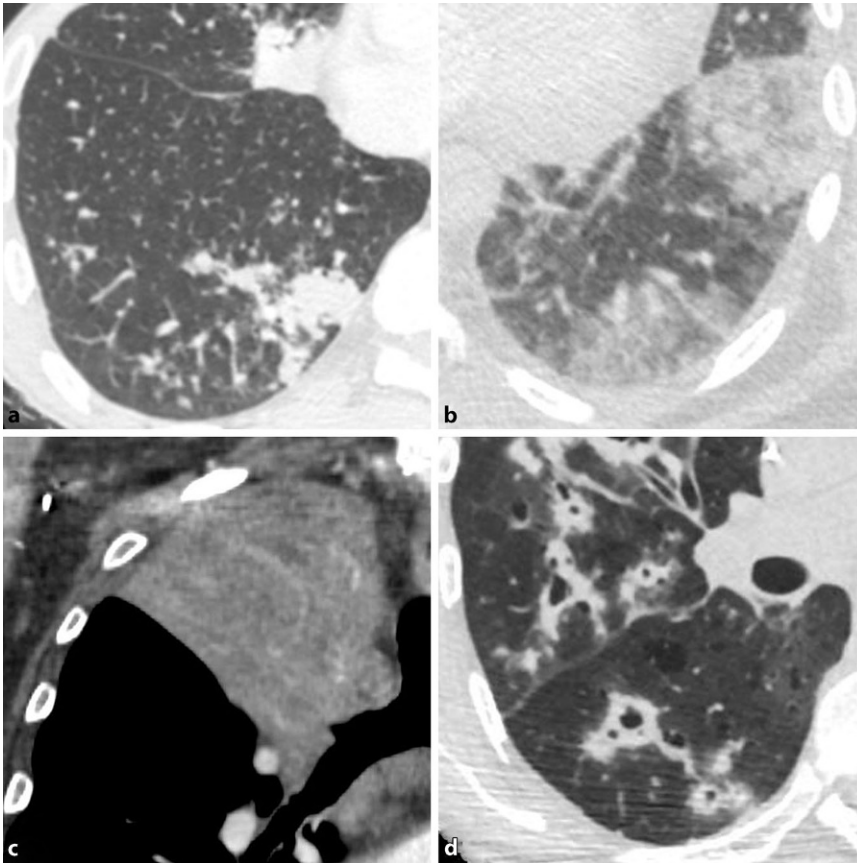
▲ Im speziellen klinischen Kontext gibt es charakteristische radiologische Befunde, z. B. sind bei der Aspirationspneumonie (a) die Infiltrate häufig fleckförmig nodulär mit Tree-in-bud-Muster und teilverlegten Bronchien in den abhängigen Lungenpartien, bei der Postinfarktpneumonie (b) sind die Infiltrate meist subpleural und keilförmig konfiguriert, und die Lungenembolie ist mitunter direkt nachweisbar, bei der Retentionspneumonie (c) sind der obstruierende Fremdkörper und Tumor in vielen Fällen direkt nachweisbar, indirekte Zeichen sind eine begleitende Volumenminderung des Lappens und im Röntgenbild die längerfristige Persistenz oder das wiederholte Auftreten eines Infiltrates in gleicher Lokalisation und septische Streuherde (d) mit herdförmigen und häufig kavitierenden Infiltraten mit nachweisbarem Gefäßbezug
